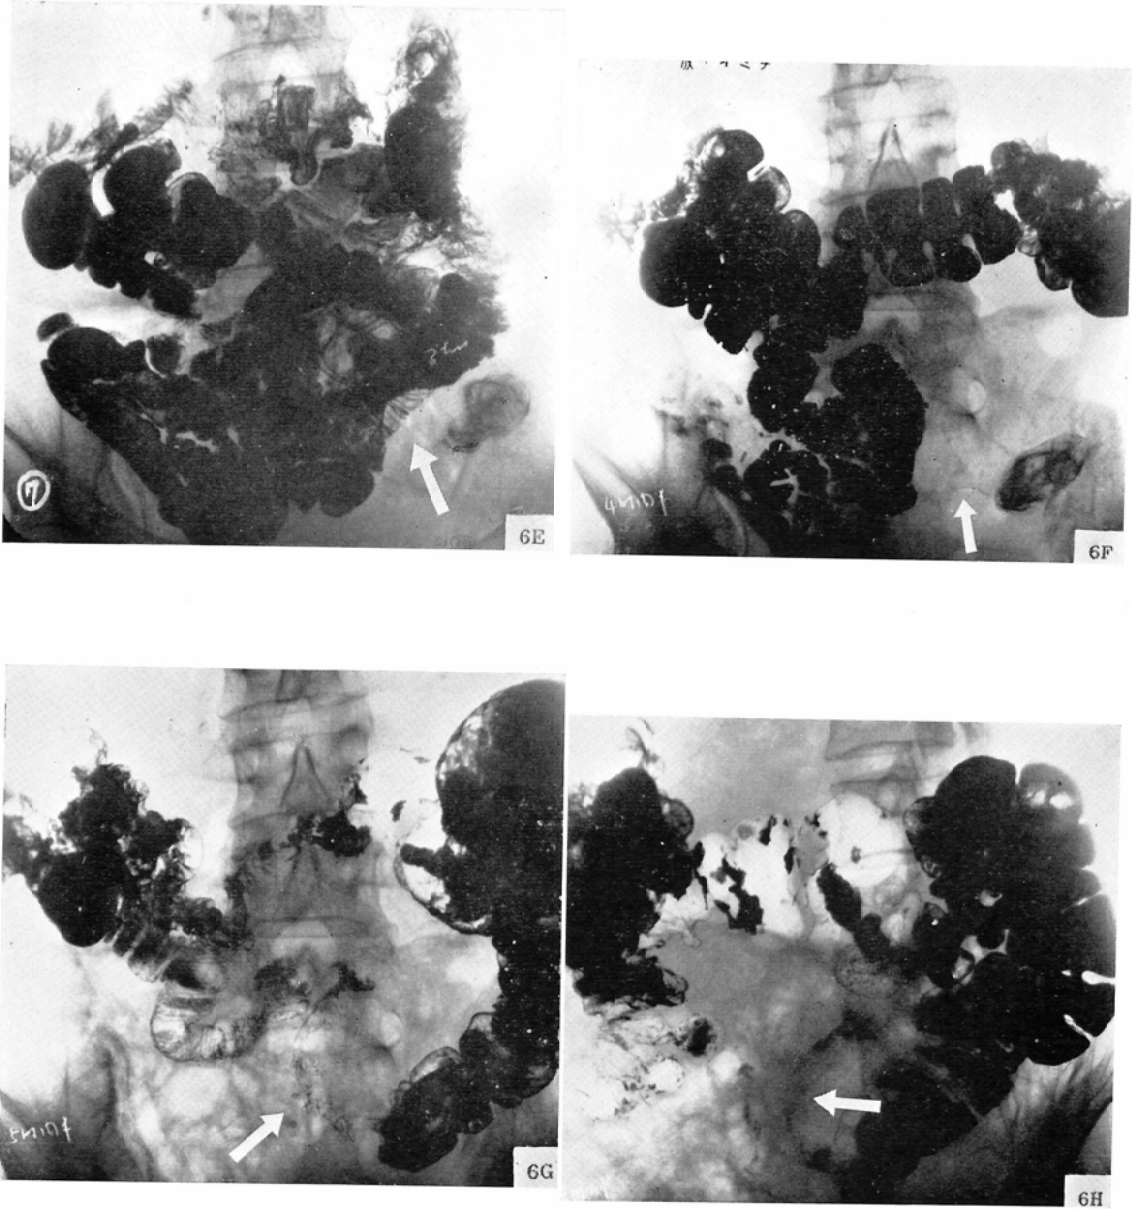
(E) Roentgenogram made at three hours, same as D. (F) Roentgenogram made at four and one-half hours. (G) Roentgenogram made at five and one-half hours, same as F. (H) Same as G. Left anterior oblique view. Constant narrowing of the colon from distal end of the descending to the sigmoid.
